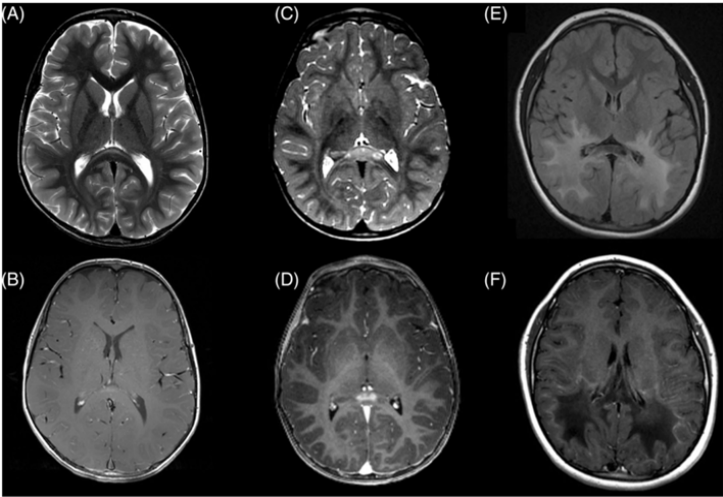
Lesiones desmielinizantes en etapa temprana y tardía en la adrenoleucodistrofia cerebral infantil. (a) Lesión de CCALD muy temprana en el esplenio del cuerpo calloso, T2-RM. (b) RM T1 poscontraste correspondiente. (c) Lesión temprana más prominente con (d) un claro realce de contraste en la lesión. El objetivo de la vigilancia es identificar y tratar a los pacientes en esta etapa de la enfermedad. (e) Lesión parietooccipital avanzada que cruza el esplenio del cuerpo calloso, T2-FLAIR, con (f) un realce de contraste en la RM T1 poscontraste. Los pacientes suelen presentar síntomas en esta etapa¹³.
